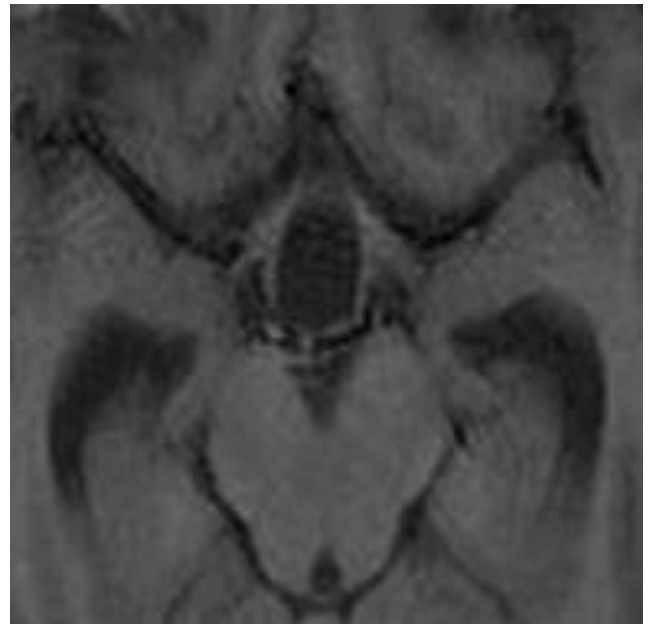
f IRM. Coupe axiale.
